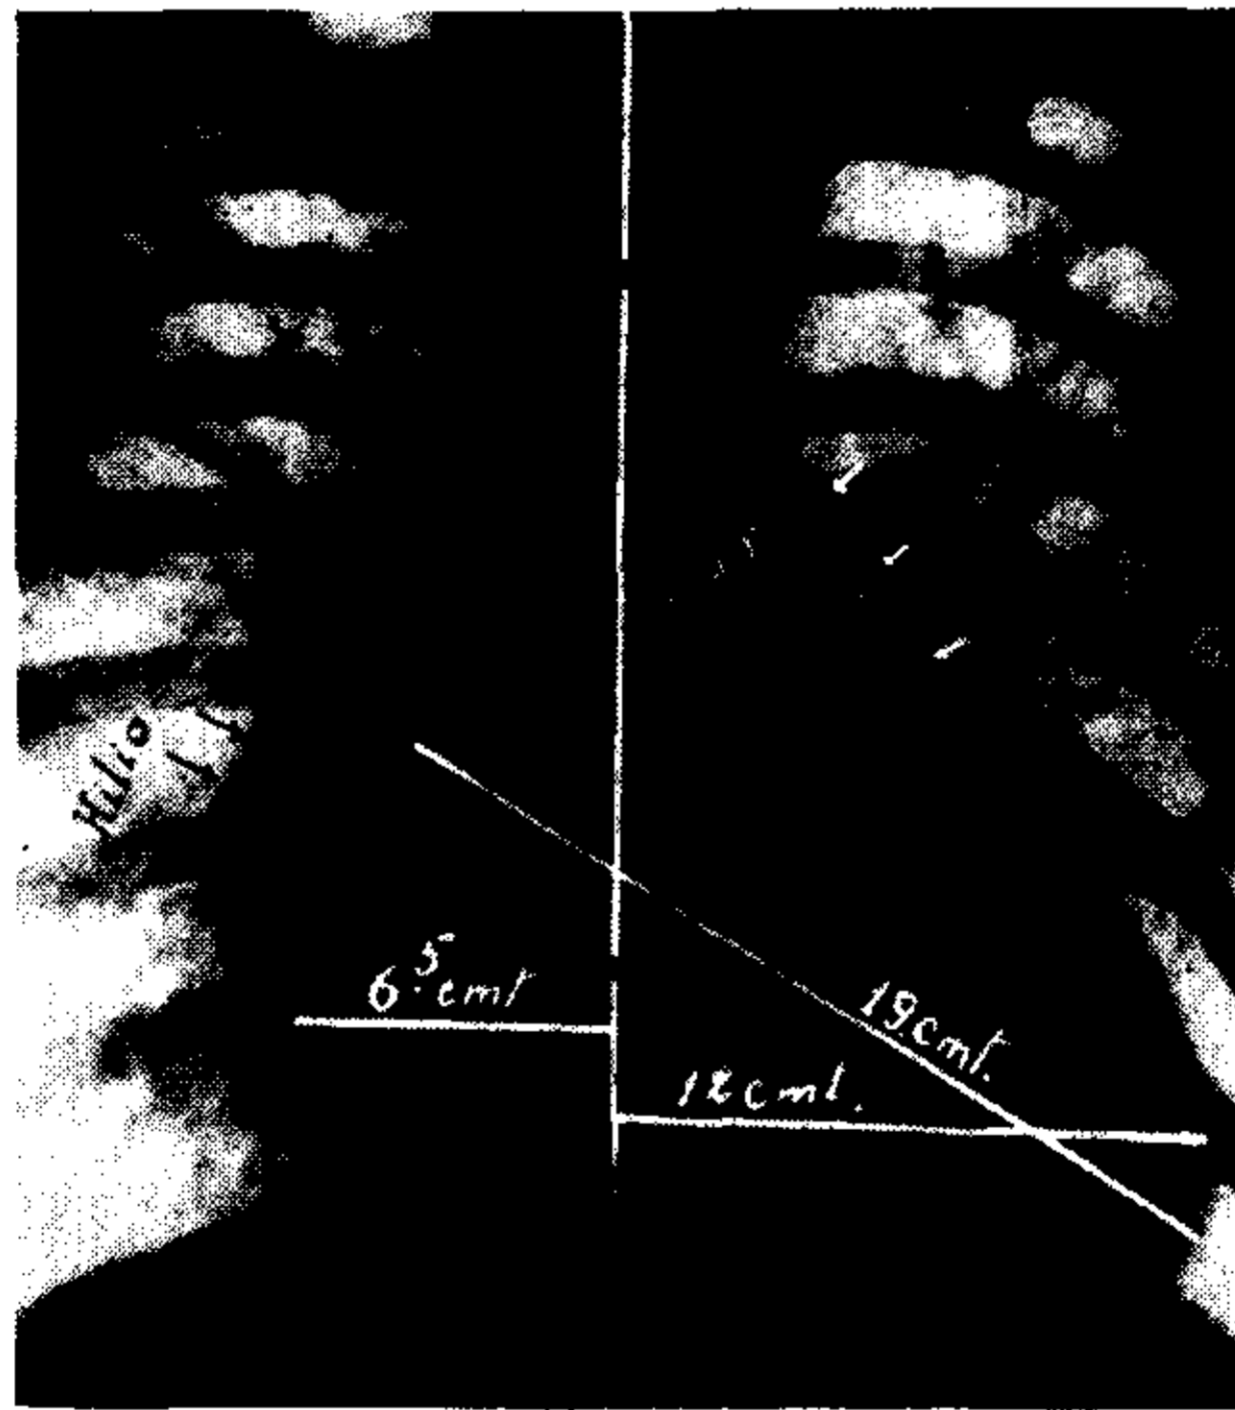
(Caso 1). — Teleradiografía. Agrandamiento total del área cardíaca. Configuración cardíaca derecha. Bulbo aórtico apenas marcado. Arco medio saliente con alargamiento de su flecha (58. cms.). Gran arco de la aurícula derecha. Vena cava superior bien visible. Hilios densos, amplios y de bordes nítidos.
